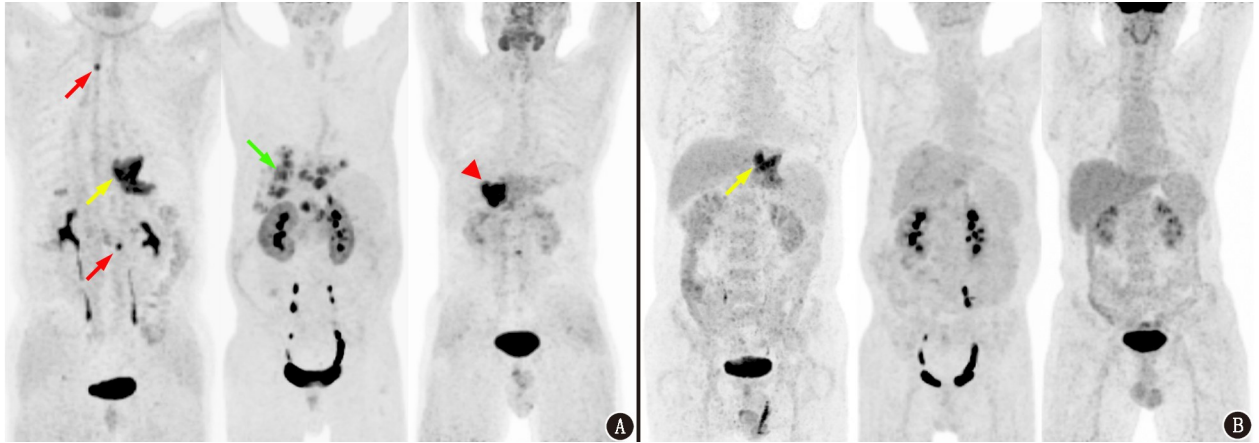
典型胃癌患者 Al¹⁸F-1,4,7-三氮杂环壬烷-1,4,7-三乙酸(NOTA)-成纤维细胞激活蛋白抑制剂(FAPI)-04(A)和¹⁸F-FDG(B)最大密度投影(MIP)图。各图从左向右依次为胃印戒细胞癌(男,77岁)[原发灶(黄箭头示),转移性淋巴结(红箭头示)]、胃低分化腺癌(男,61岁)[多发肝转移(绿箭头示)]、胃中分化腺癌(男,64岁)[肝门部软组织转移(红三角示)]
